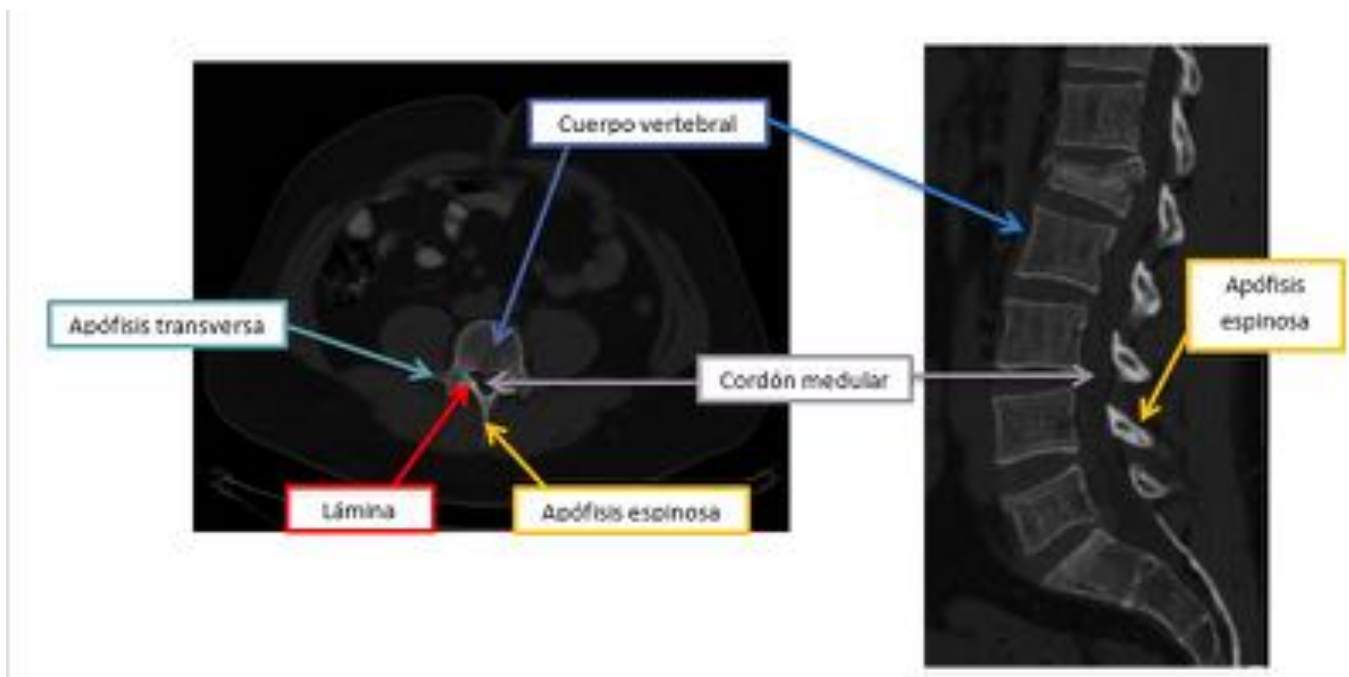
Anatomía radiológica TC axial (izquierda) y reconstrucción sagital (derecha). En imagen en plano sagital se observa fractura acuñaamiento de L1, con invasión del canal raquídeo.
